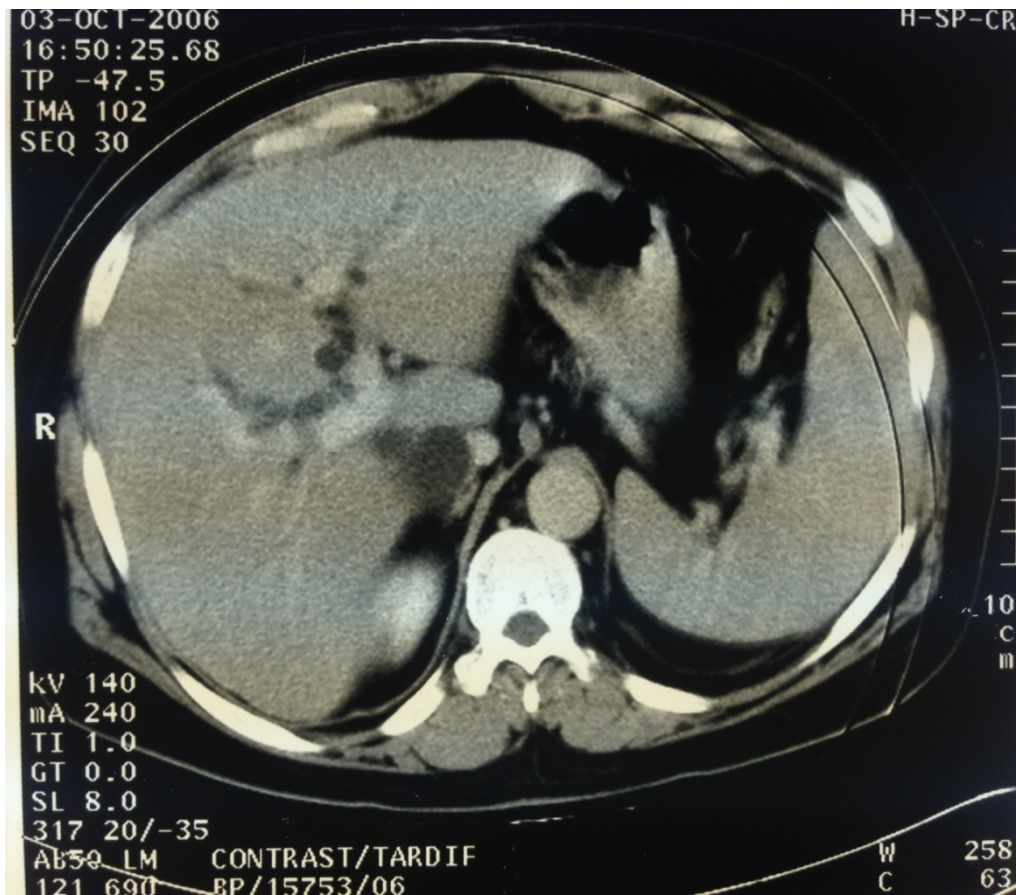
TDM abdominale montrant la dilatation des voies biliaires intrahépatiques
